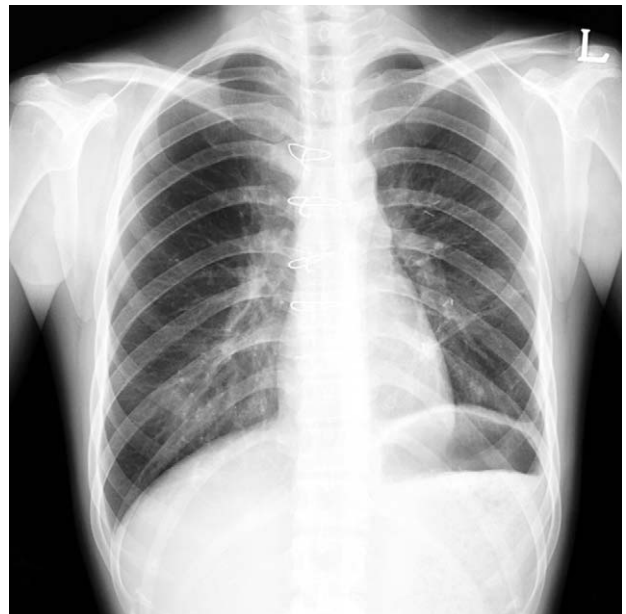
Follow-up chest X-ray at the 15th postoperative day.
